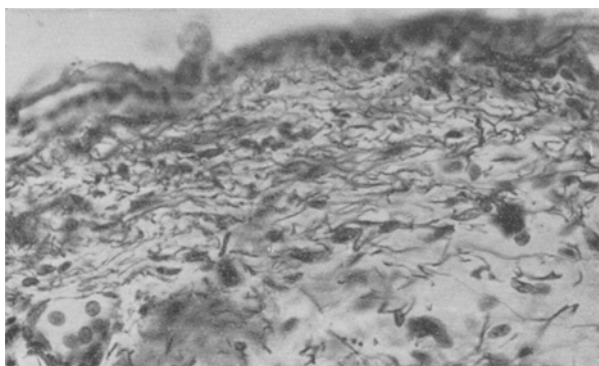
Zunahme der elastischen Fasern nach 10' langer Röntgenbestrahlung. Getötet 5' nach beendeter Bestrahlung.
